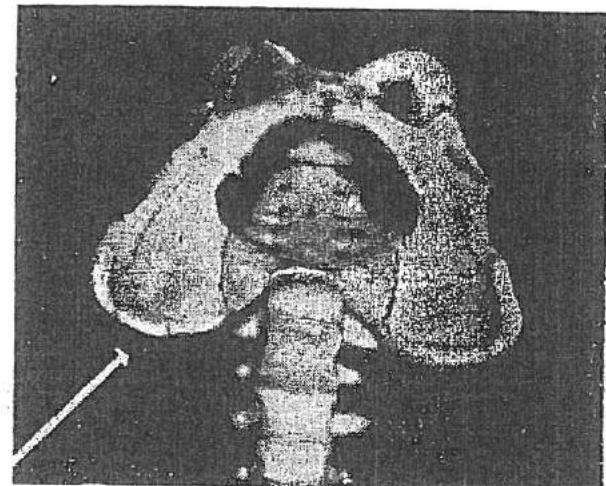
RC usor înclinată caudo-craneal și din lateral înainte; intra prin lînia spină iliaca antero-superioră. Fm 18×24 cm, în lat; articulația de radiografiat pe central cassette. R — F — P = 100 cm; L; cu Bk; 68 kV; 160 mAs.
